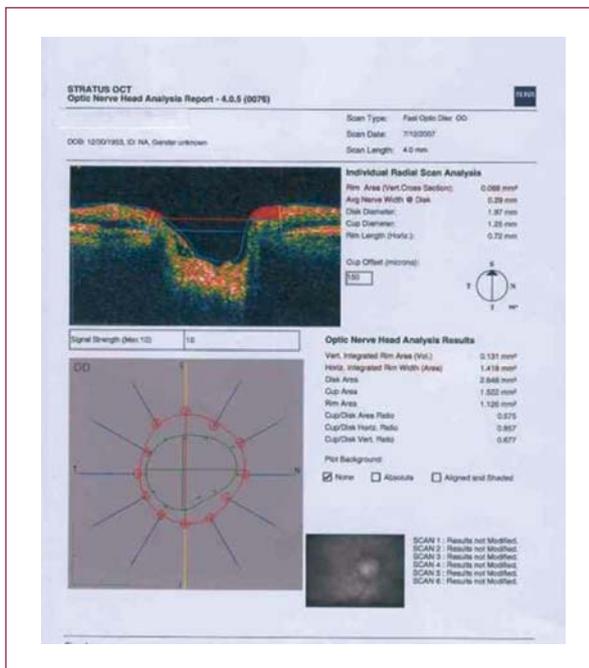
Tomografía de coherencia óptica
